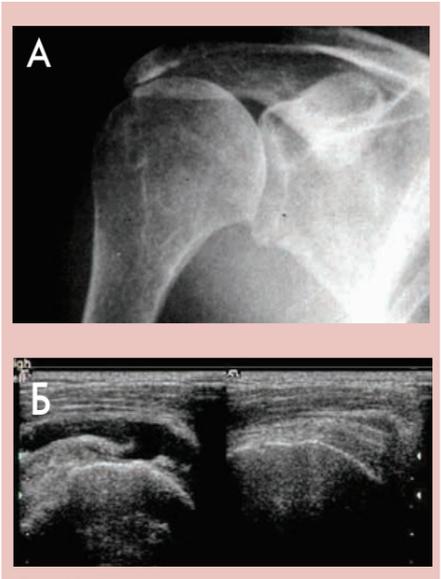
Рентгенологічні та ультразвукові ознаки пошкодження РМП. Різне зменшення субакроміальної дистанції при розриві РМП на рентгеновському знімку (А), ультразвукові ознаки пошкодження сухожилка m. Supraspinatus (Б)
